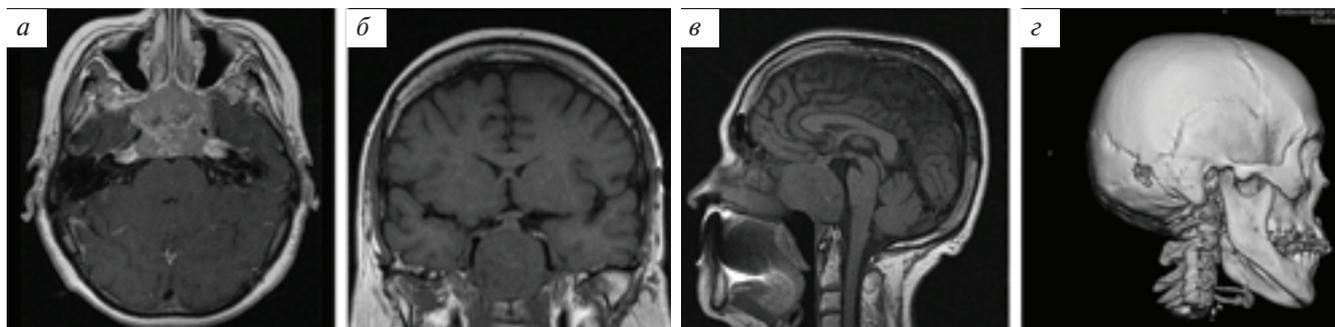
Магнитно-резонансные изображения: а — аксиальная проекция с контрастным усилением, б — фронтальная, в — сагиттальная проекции, г — 3D изображение. В области ската, тела основной кости, турецкого седла визуализируется объемное образование неправильной формы и неоднородной структуры, размерами до 4,5 см, распространяющееся в оба кавернозных синуса, ячейки решетчатого лабиринта, деформирующее и смещающее лежащие рядом сосуды. На МСКТ в объемном представлении отчетливо виден остеолитический очаг в правой части затылочной кости
